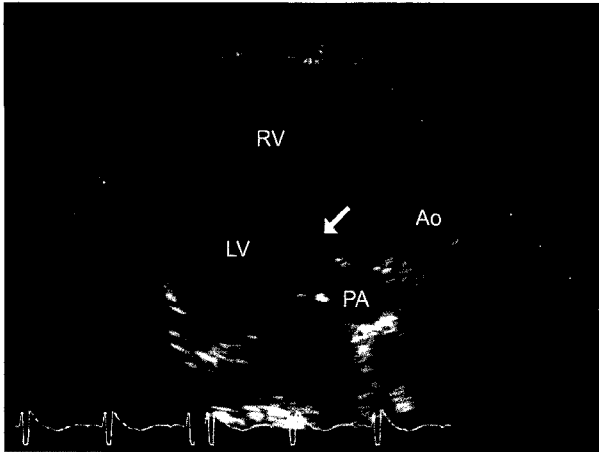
Preoperative transthoracic echocardiography in the parasternal long-axis view. The PA arose from LV and an inlet extended VSD (arrow) was located at a juxtapulmonary position. Ao=Aorta; LV=Left ventricle; PA=Pulmonary artery; RV=Right ventricle.
